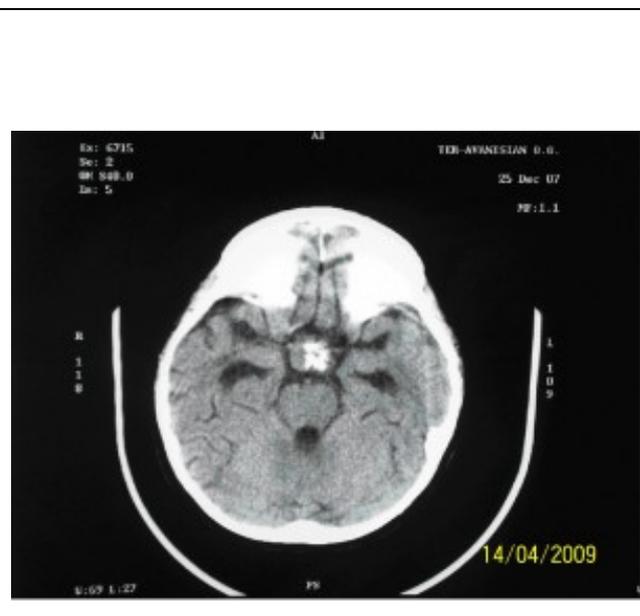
КТ ребенка перед выпиской после первой операции.
